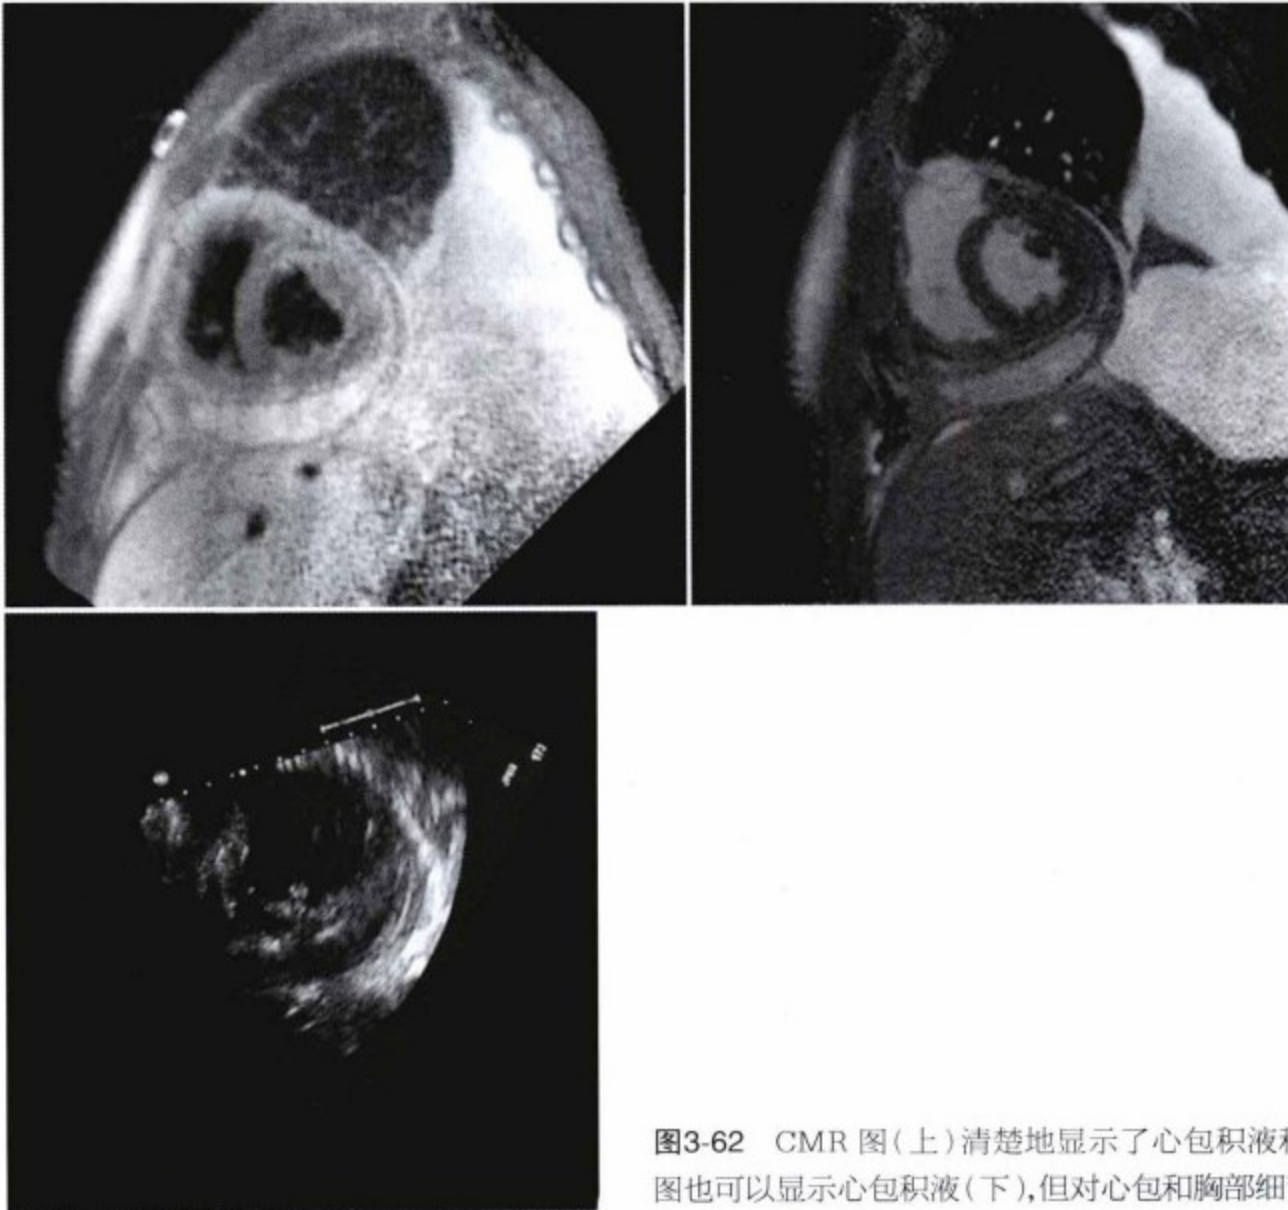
CMR 图(上)清楚地显示了心包积液和壁层心包增厚。超声心动图也可以显示心包积液(下),但对心包和胸部细节显示较差。
